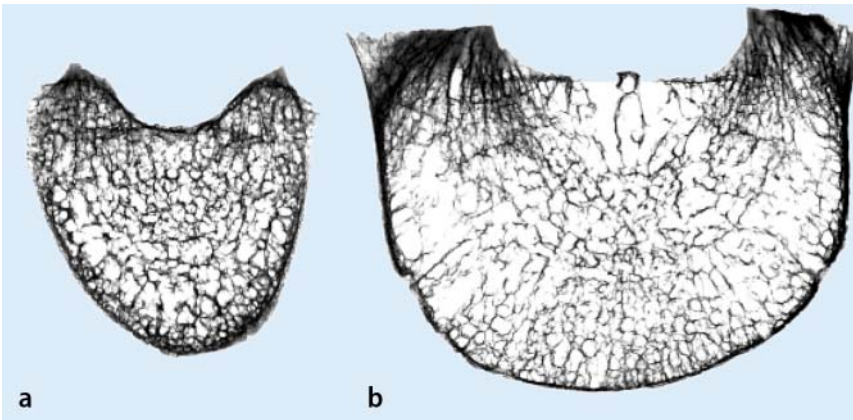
b ▲ Horizontale Schnitte durch Wirbelkörper; Kontaktradiographie von 2 mm dicken Schnitten. Die senkrechte Einstellung der Spongiosa zum Umfang der Wirbelkörper weist auf eine gleichmäßige Querdehnung im Rahmen einer Druckbeanspruchung des Wirbelkörpers hin. a 10. Brustwirbel, b 3. Lendenwirbel
